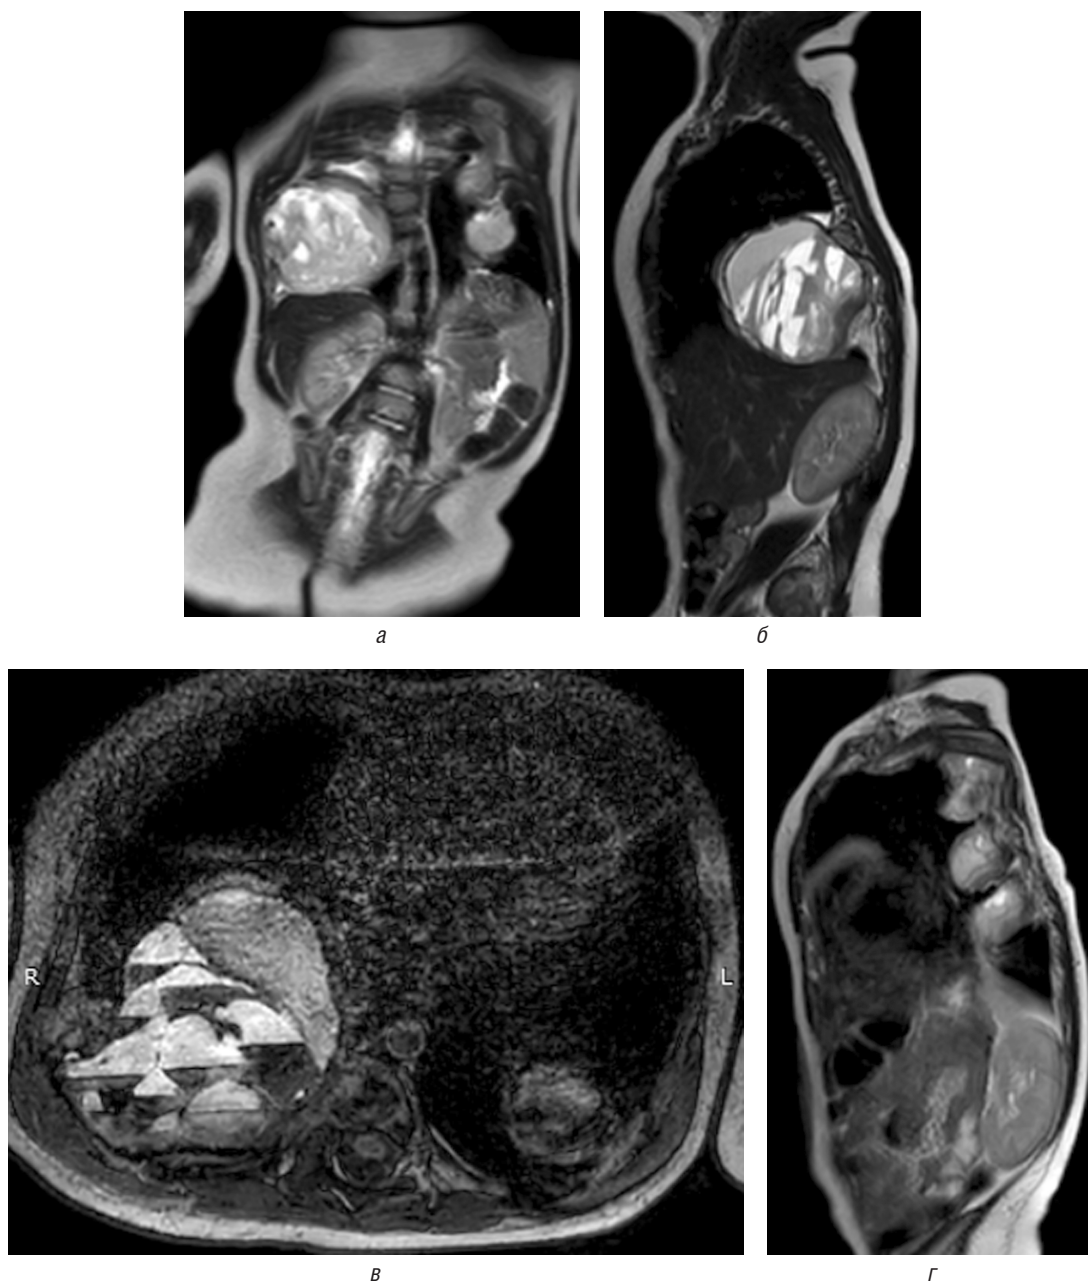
Магнитно-резонансные томограммы грудной клетки. Корональный (а), сагиттальный (б) и аксиальный (в) срезы на уровне образования в правом гемитораксе; г — сагиттальный МРТ-срез на уровне образований левого гемиторакса
